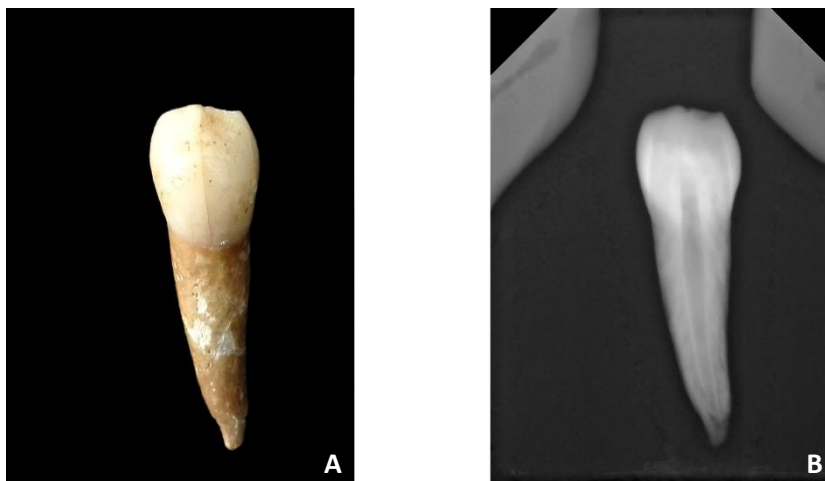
Canino superior direito (dente 13) do indivíduo 76 (PAVd'09). A – Fotografia (não se encontra em posição anatômica). B – Radiografia periapical labio-lingual com visibilidade da câmara polpar.
